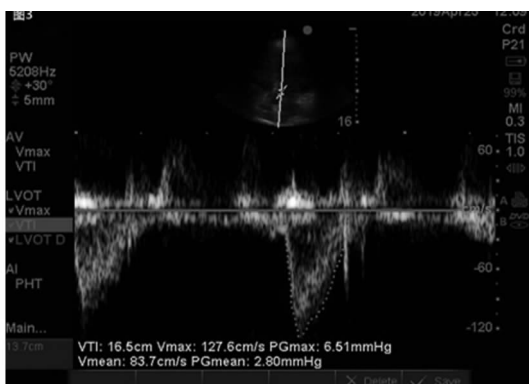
患者 ECMO 治疗第七天心脏超声测量 VTI 值
